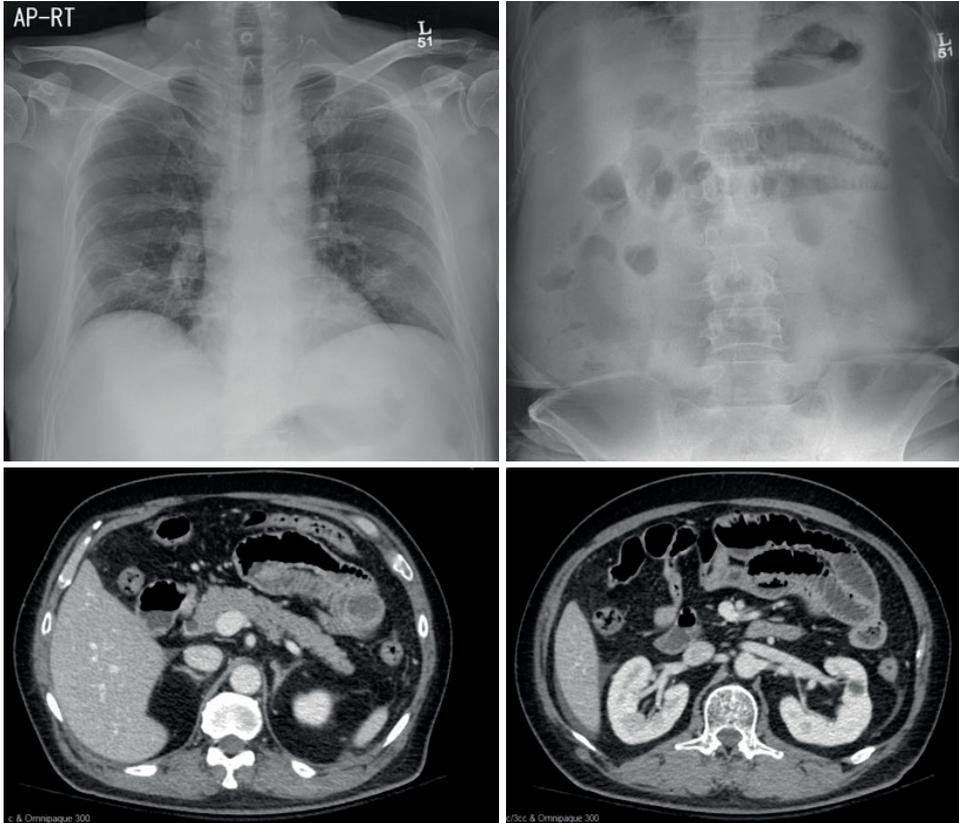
초기 흉부 및 복부 X-ray 및 복부 컴퓨터 단층촬영 이미지
